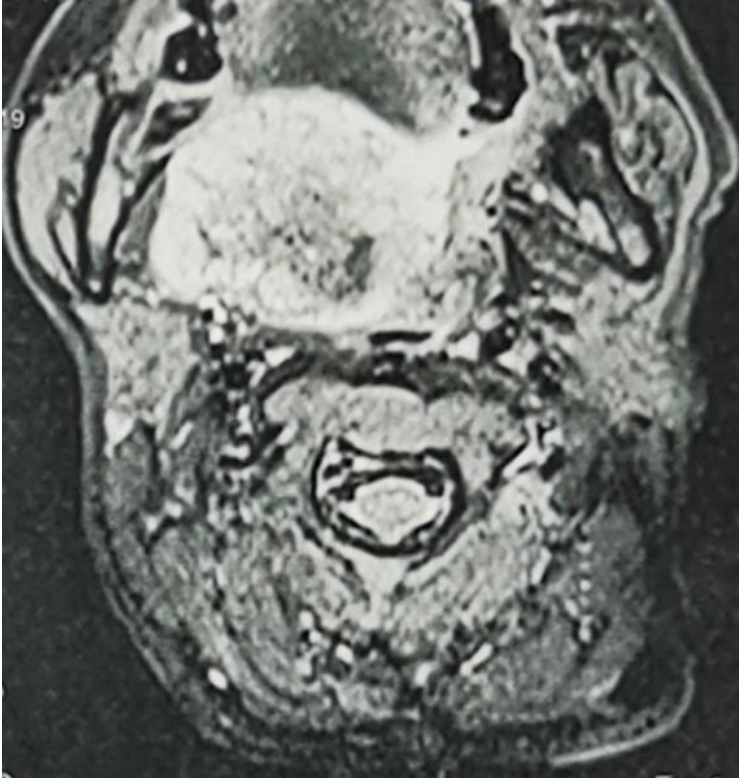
IRM cervicale en coupe axiale en séquence T2
